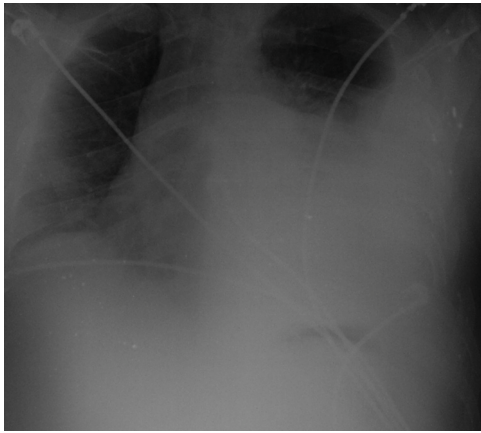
Radiografía tórax a las 48 h. Rápida progresión con velamiento de 2/3 del hemitórax izquierdo.
